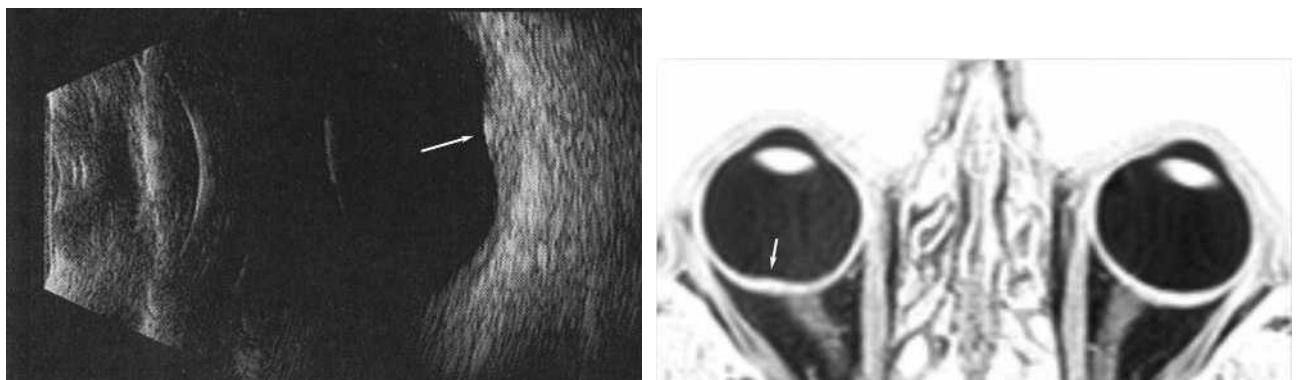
Macula bombée en échographie et en IRM.
